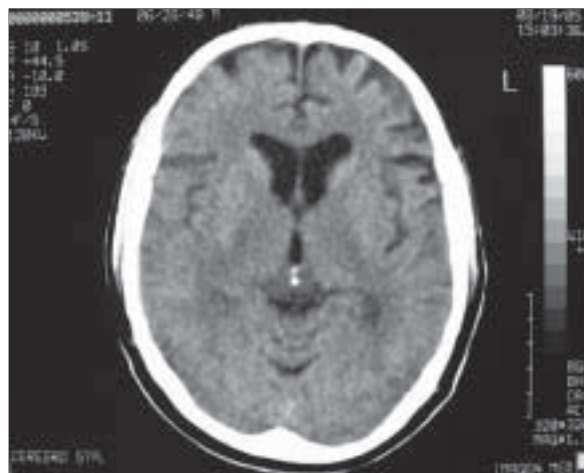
TAC cerebral (19-08-2005) muestra discreta involución de predominio fronto-temporal izquierdo.
